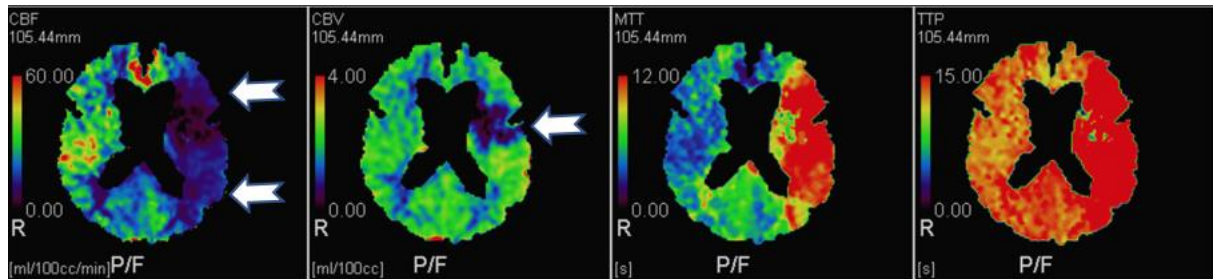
(mit freundlicher Bereitstellung von PD Dr. med. Roth) - CBF-CBV-Mismatch im Perfusions-CT mit farblicher Darstellung der Ausdehnung des Infarktkernes sowie der Penumbra (mit entsprechenden Schwellenwerten) bei einer akuten Ischämie im Mediaterritorium links (weiße Pfeile).
